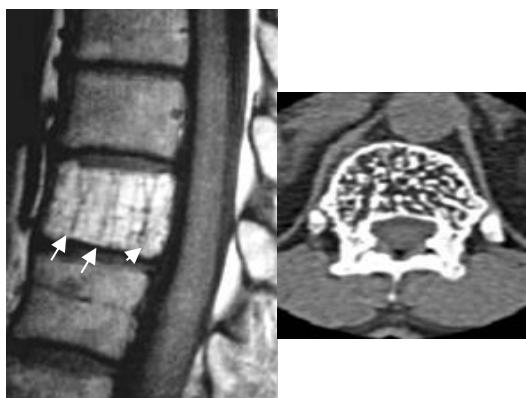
Капілярна гемангіома. МРТ T133 грудного відділу хребта в сагітальній площині та КТ в аксіальній площині тіла – на тлі дифузійного інтенсивного сигналу в тілі хребця D11 визначаються також й окремо розташовані потовщені кісткові балки (стрілки), що й підтверджують дані КТ.
